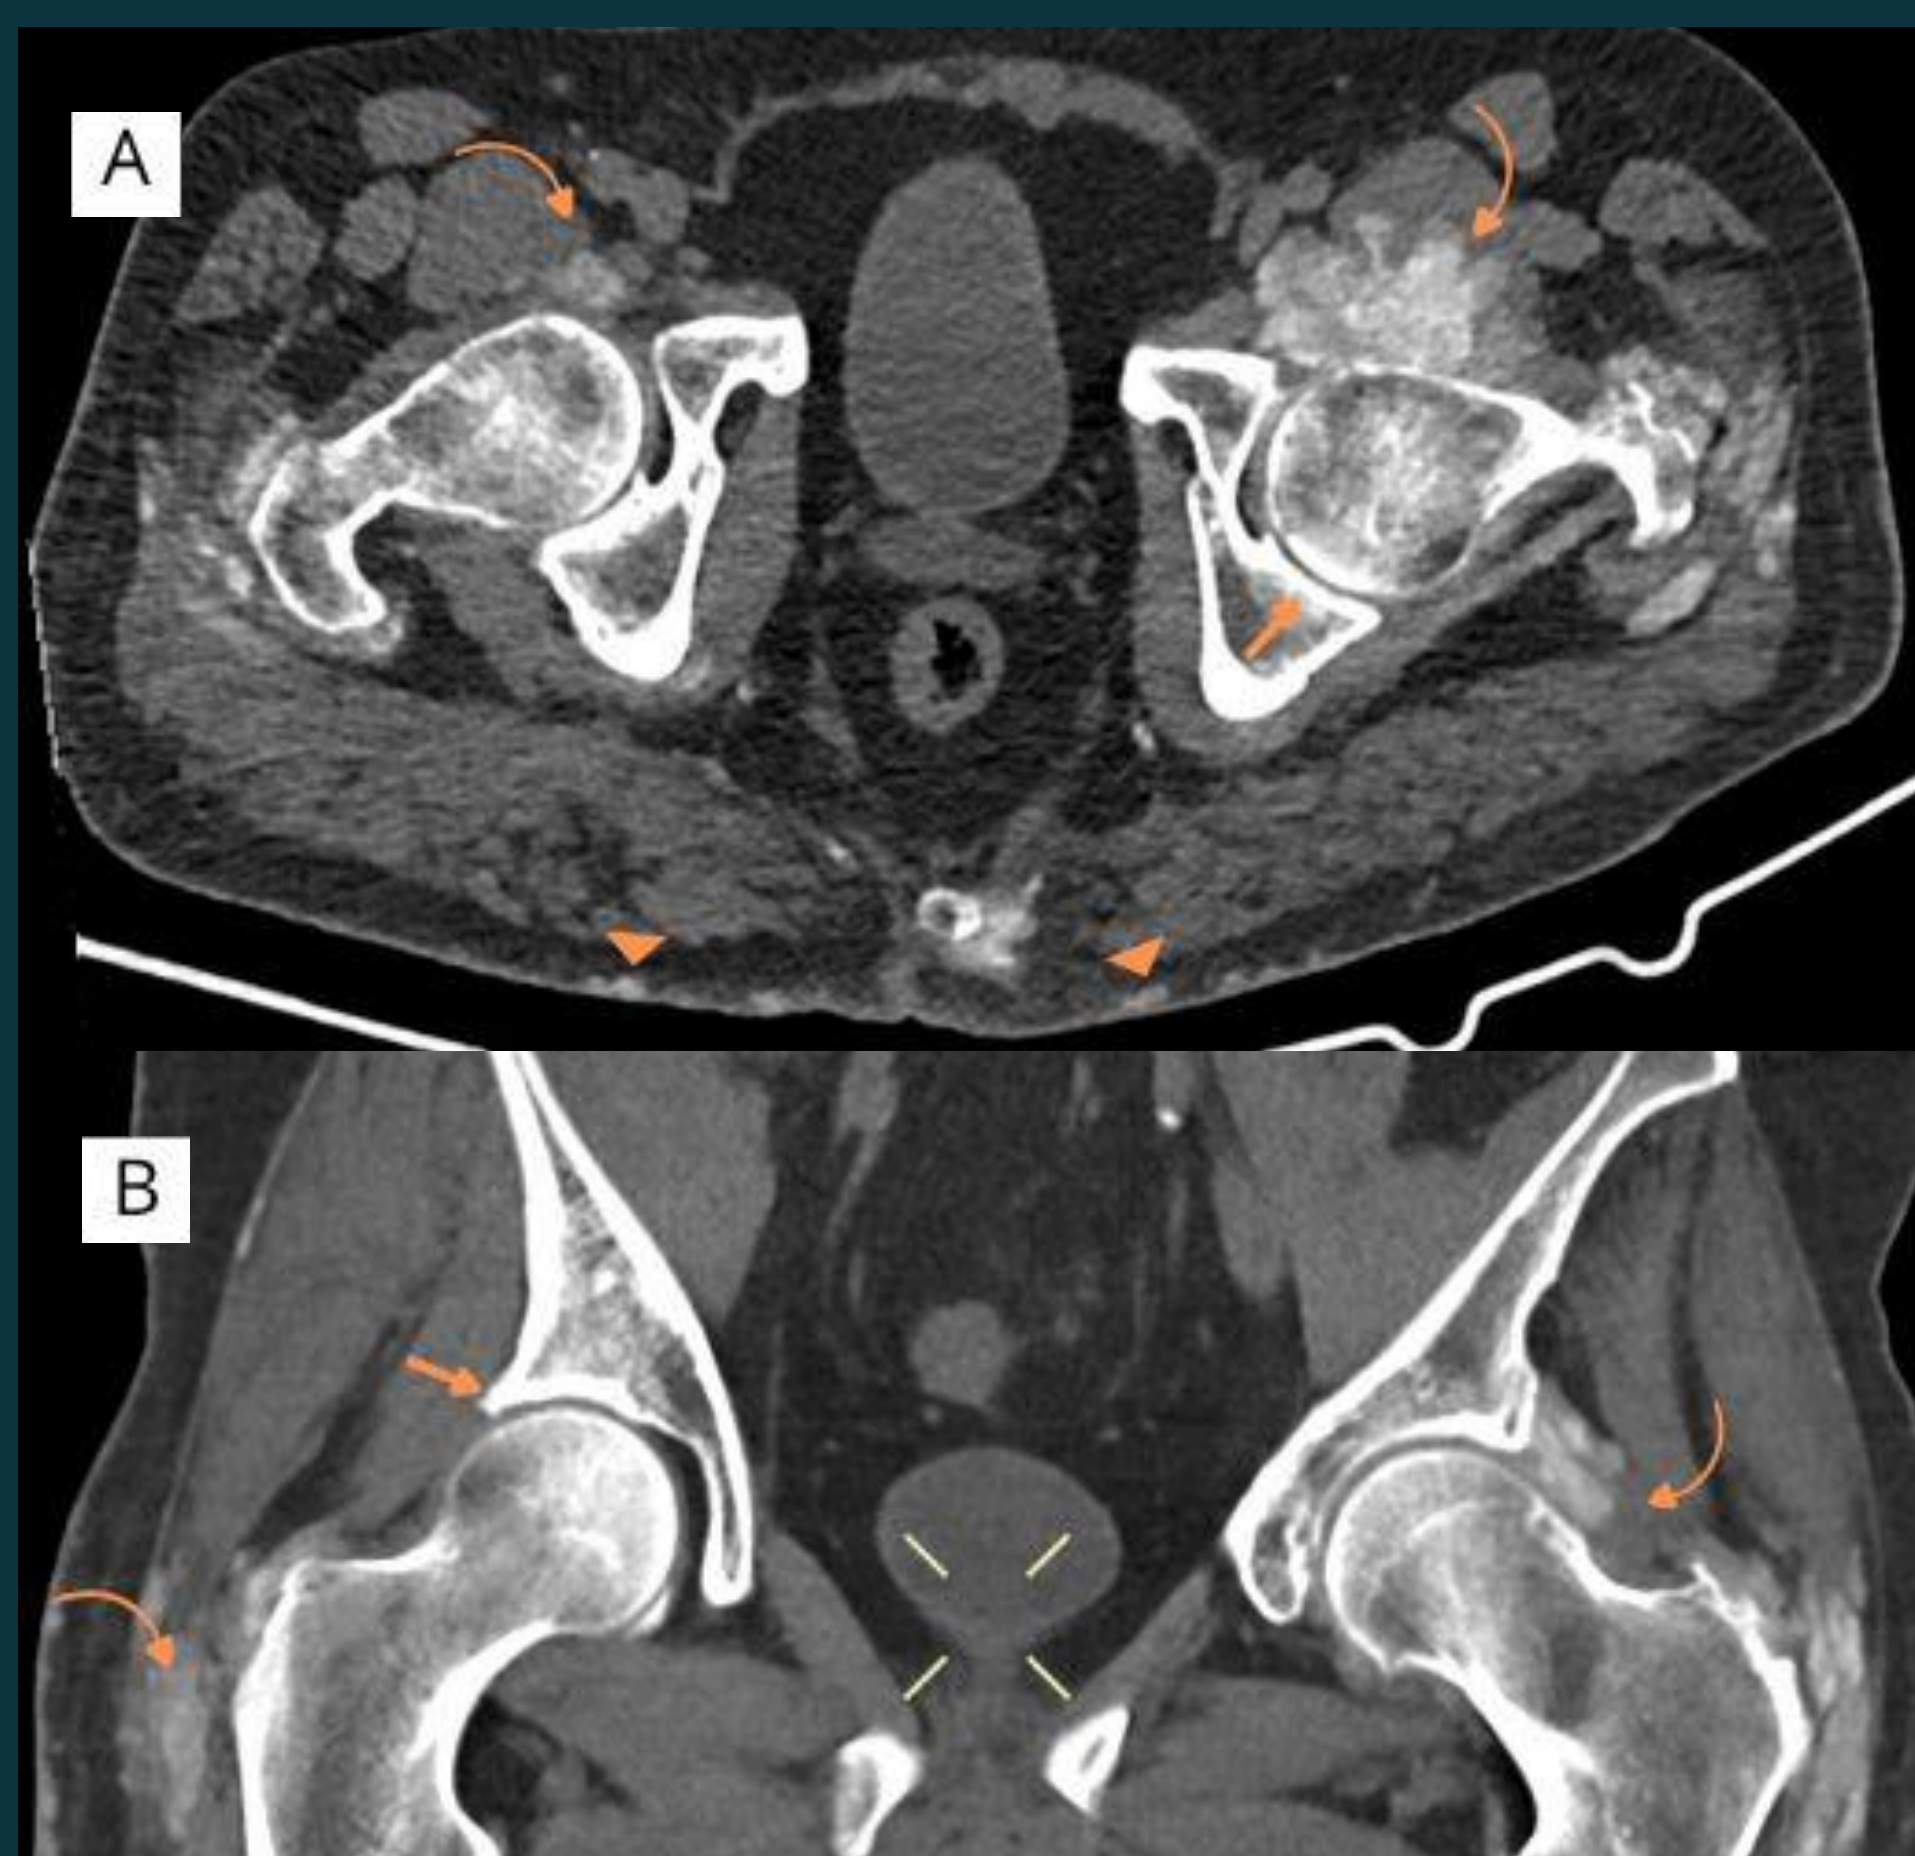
La figura (A) muestra un corte axial de TC a nivel de las articulaciones coxofemorales y la figura (B) una reconstrucción coronal. Donde se visualiza una adecuada congruencia coxofemoral bilateral, asociado a leve esclerosis subcondral e incipientes osteofitos marginales (flecha) y múltiples imágenes hiperdensas periarticulares (flecha curva), algunas de ellas adyacentes al plano cutáneo (punta de flecha).
